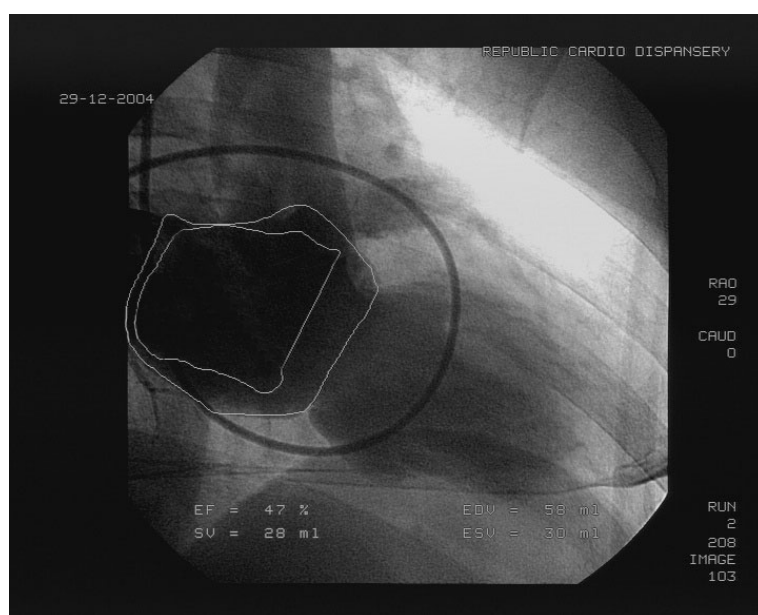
Рентгеноконтрастное определение объема левого предсердия
